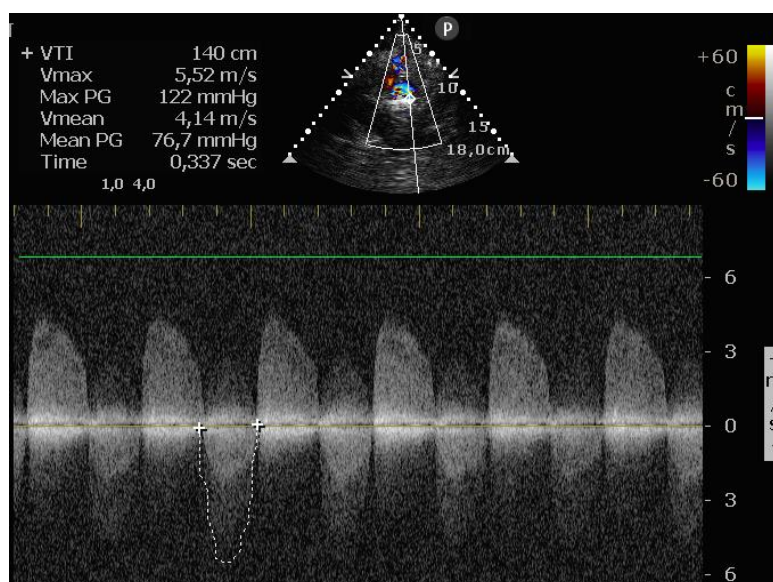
Khảo sát Doppler dòng máu qua van 2 lá tăng, 2 lá van hoạt động đóng mở tốt. (Video 31.3)
